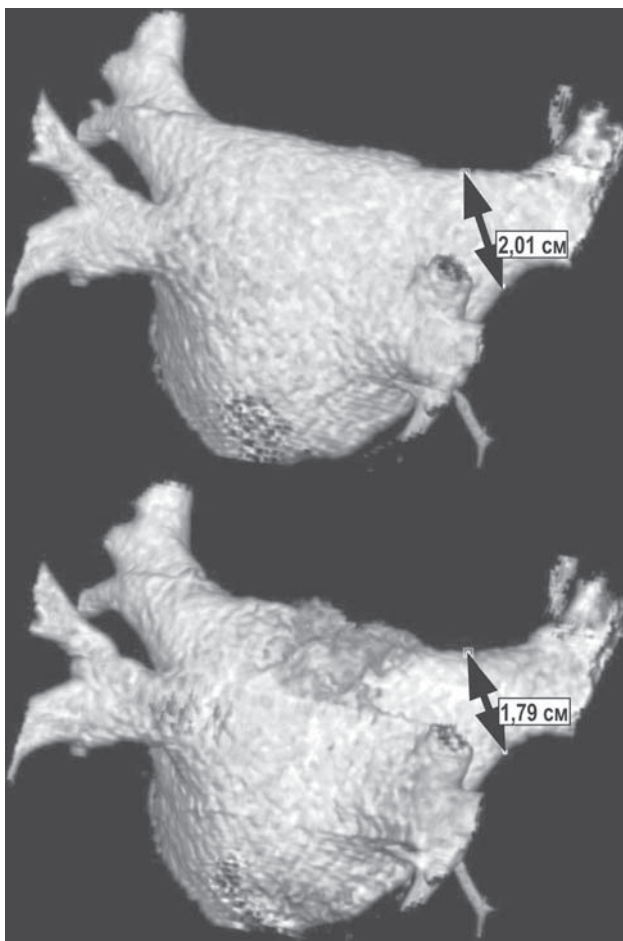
Вариабельность диаметра муфты правой верхней ЛВ (1,79-2,01 см) у одного и того же пациента в течение сердечного цикла по данным мультиспиральной компьютерной томографии в режиме 4D.
